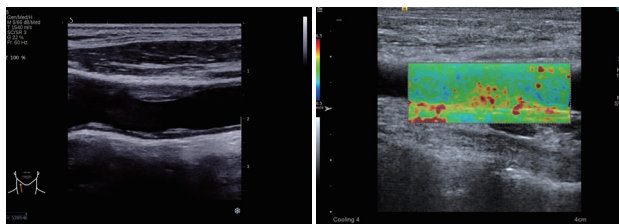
颈总动脉中等回声斑块的二维超声图像 图2 颈总动脉代表性斑块的 VTIQ 图像
